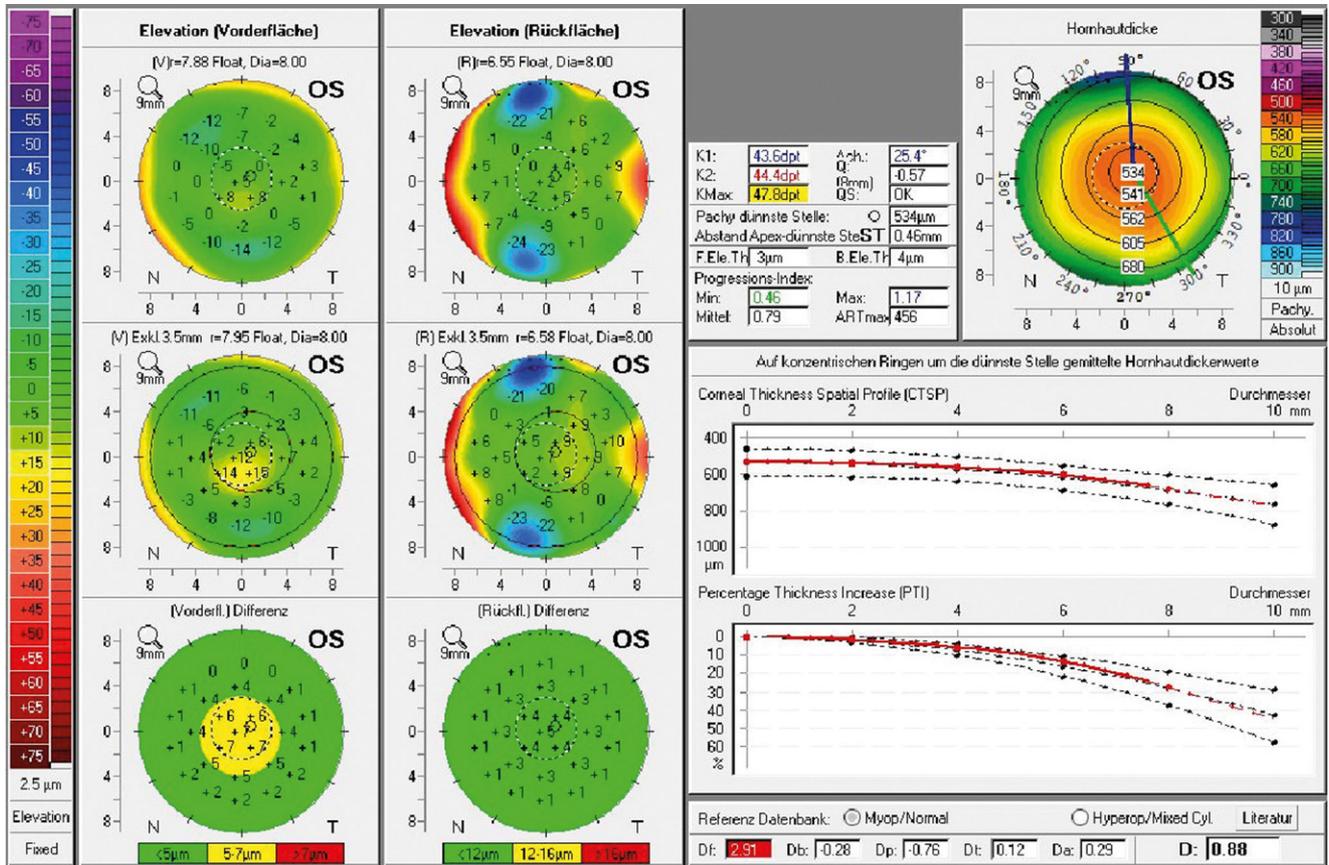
▲ Belin-Ambrosio-Darstellung der präoperativen Scheimpflug-basierten Hornhauttomographie des linken Auges
